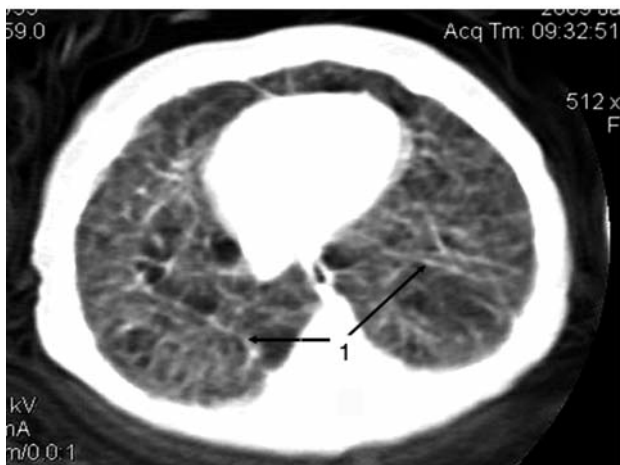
КТ в аксіальній площині недоношеної дитини з БЛД III ст. Множинні транспульмональні тяжі фіброзу (1).
